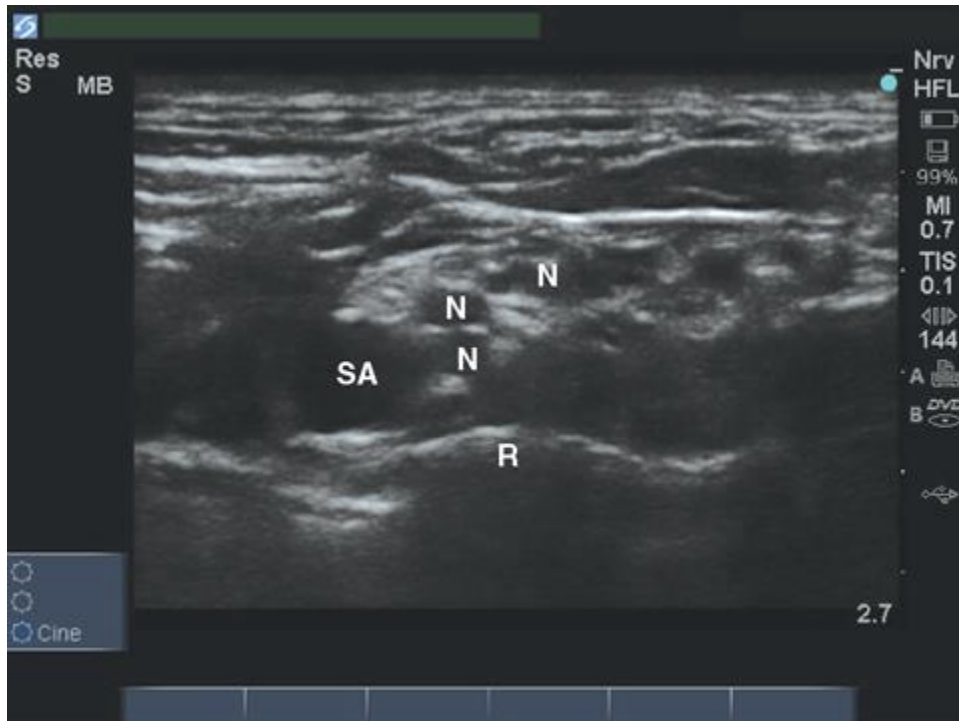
Ultrasonido del plexo braquial en la fosa supraclavicular. SA, arteria subclavia; R, costilla; N, plexo braquial en sección transversal (Madison & Ilfeld, 2013)¹⁰.
